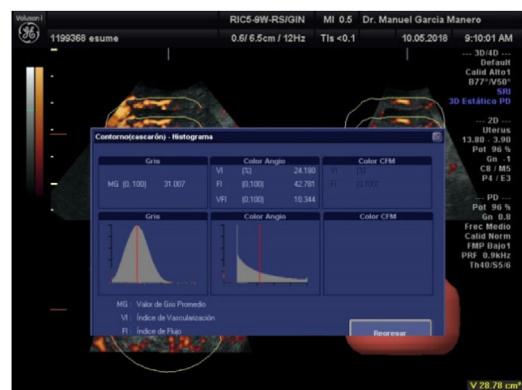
La combinación de ecografía 3D y Power Doppler permite evaluar la vascularización en los 3 planos; y el cálculo del índice de vascularización, índice de flujo, índice de vascularización-flujo.
